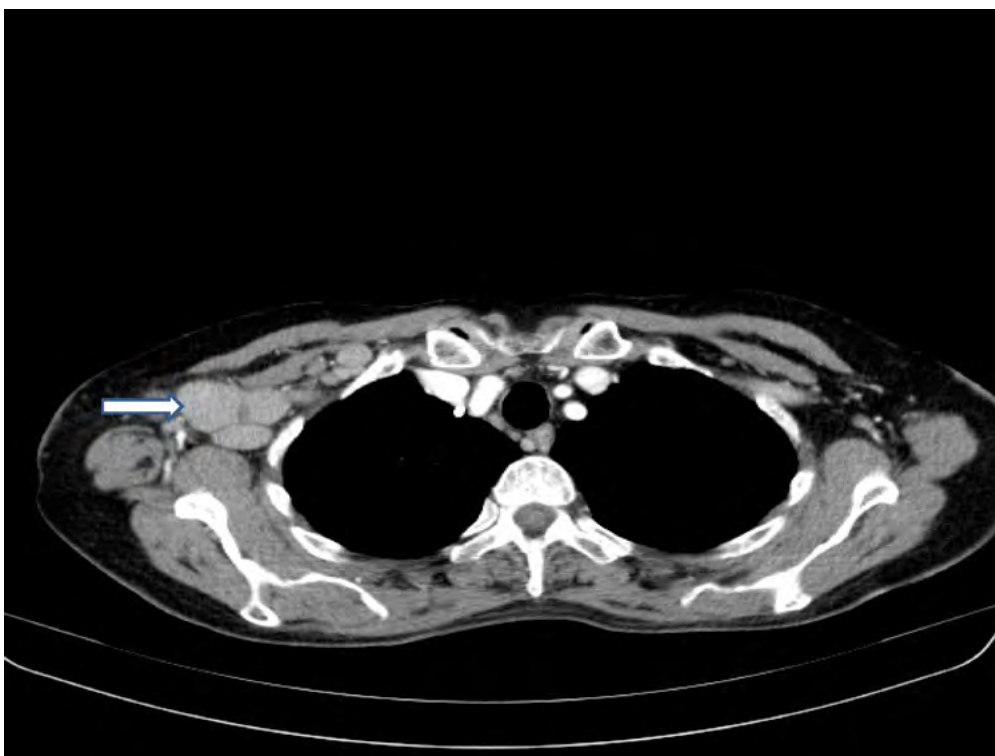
TAC torácico mostrando múltiples adenopatías axilares derechas
